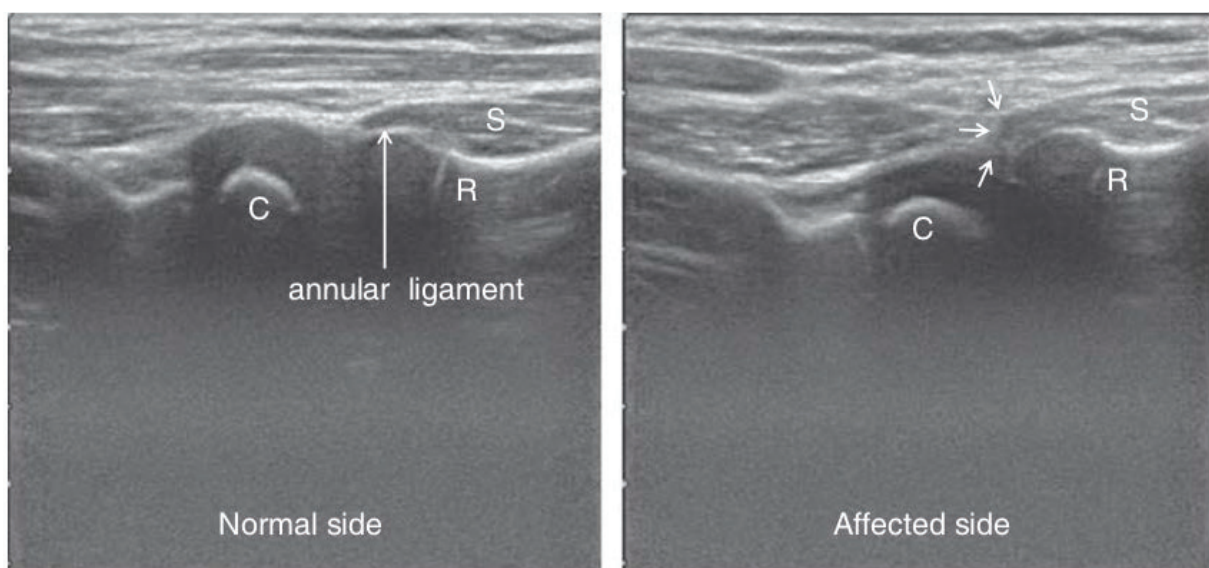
Interposition du ligament annulaire en échographie (30).
